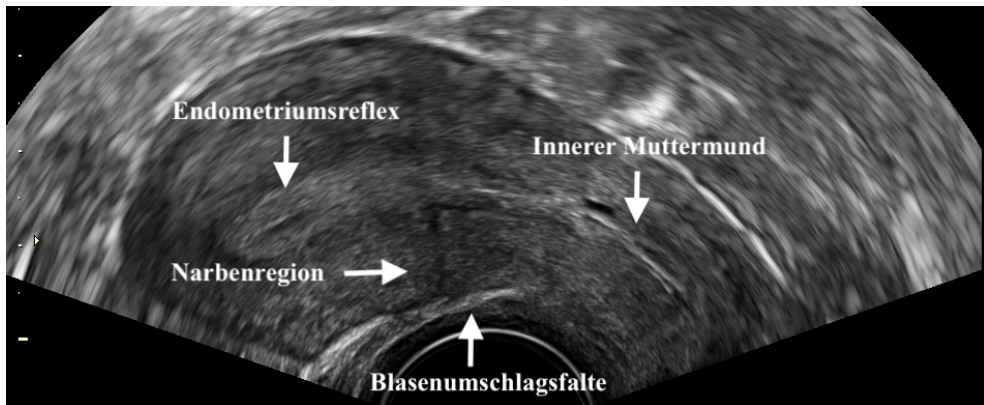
Anatomische Orientierungspunkte des Uterus in der Transvaginalsonographie 6-9 Monate nach Sectio caesarea.
